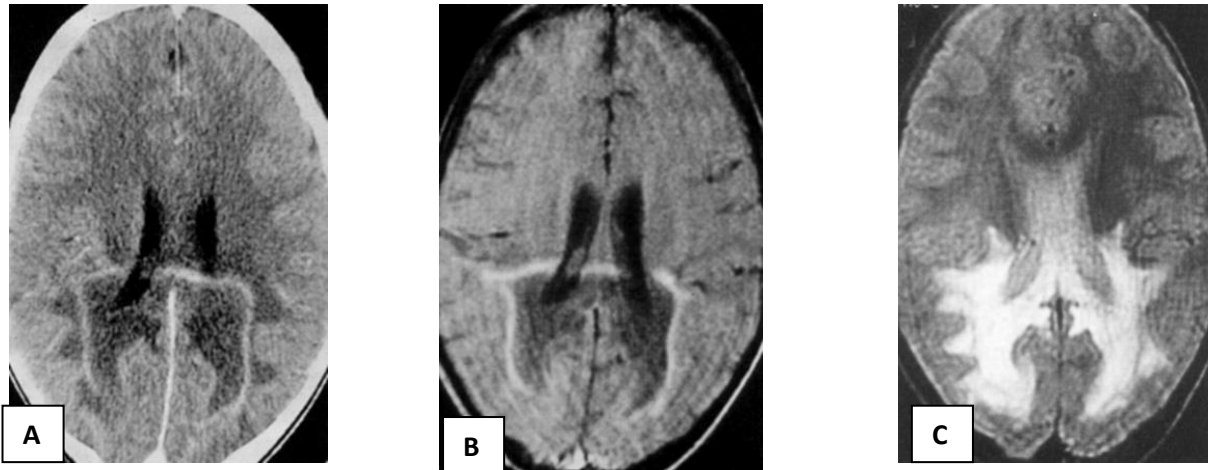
en A TDM après injection de produit de contraste, on note une hypodensité avec un rehaussement linéaire périphérique. en B coupe axiale en pondération T2 montre un signal hyper intense bilatéral en région pariéto-occipitale . En C IRM en pondération T1 après contraste montre une hypodensité avec rehaussement périphérique.
